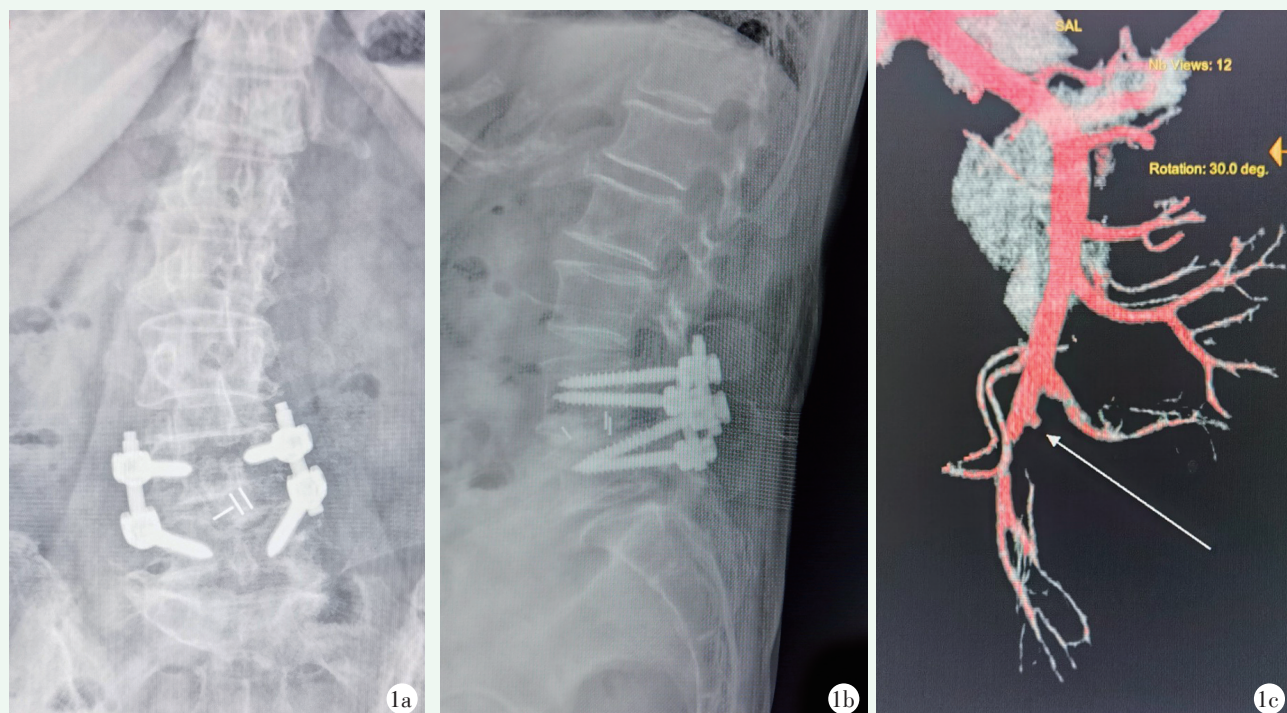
患者女性,68 岁。1a, 1b: PLIF 术后 X 线片示内固定在位良好;1c: 术后 12 d 全腹部 CT 直接强化提示肠系膜上静脉-空回肠栓塞(白色箭头指示)。
